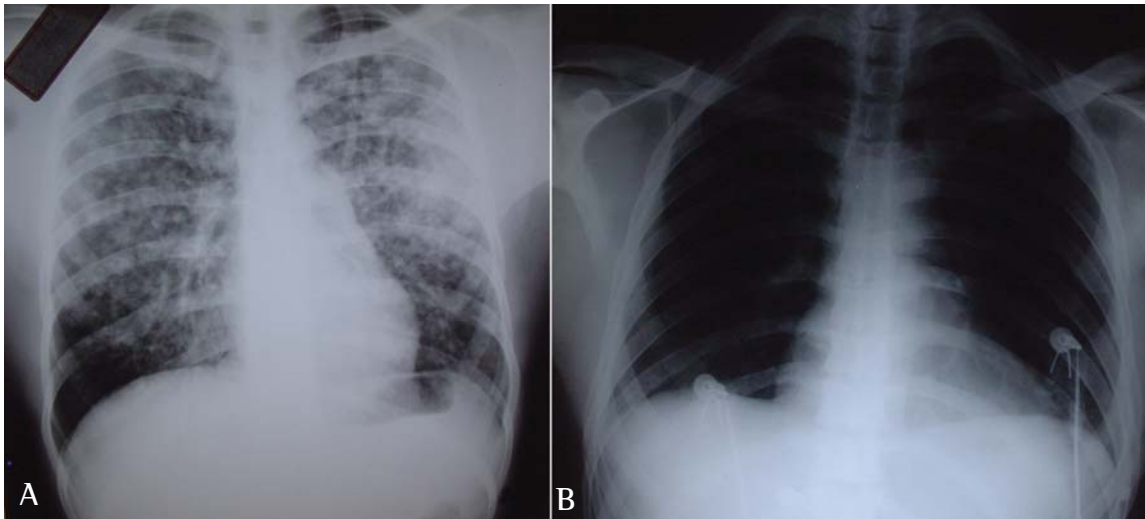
Caso 1: A) Radiografia de tórax em pósterio-anterior: infiltrado interstício-alveolar difuso e bilateral. B) Radiografia de tórax em pósterio-anterior, sete dias após a exposição: aspecto normal.
